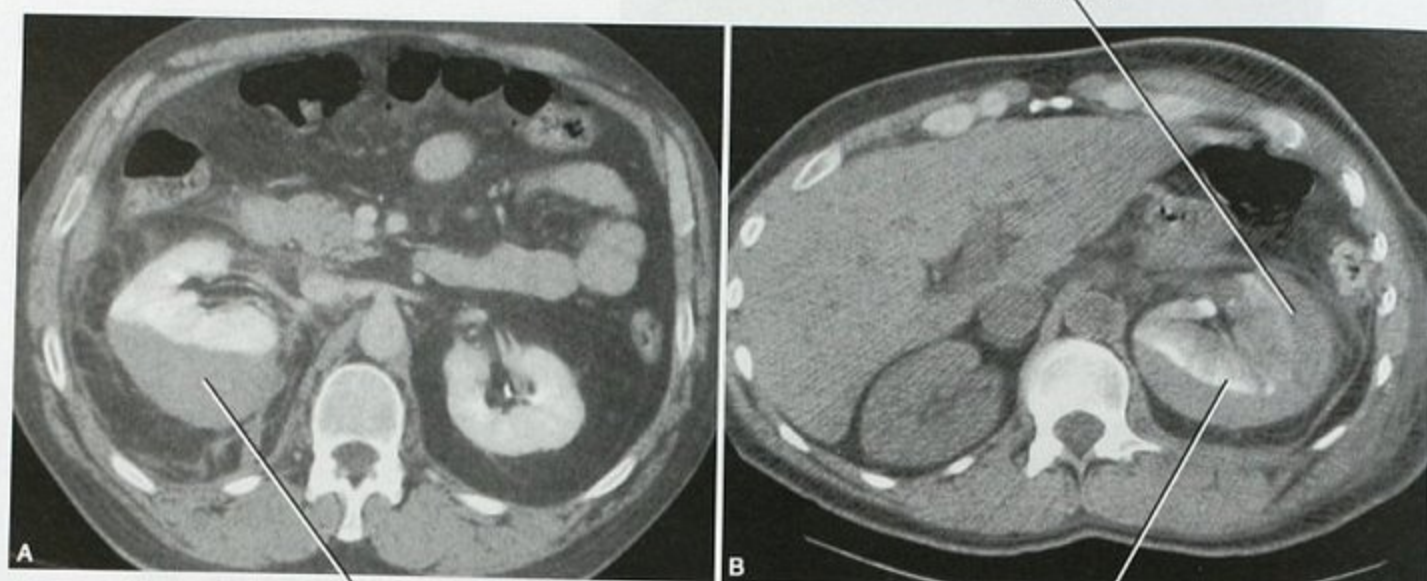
两位不同患者的肾脏包膜下血肿。A. 增强检查显示右肾包膜下血肿压迫右肾使其实质强化程度稍增加；B. 另一个位患者的 CT 增强检查后 1 天再次 CT 平扫可见左侧肾脏受包膜下血肿压迫呈现实质内持续性条纹状密度增高影
